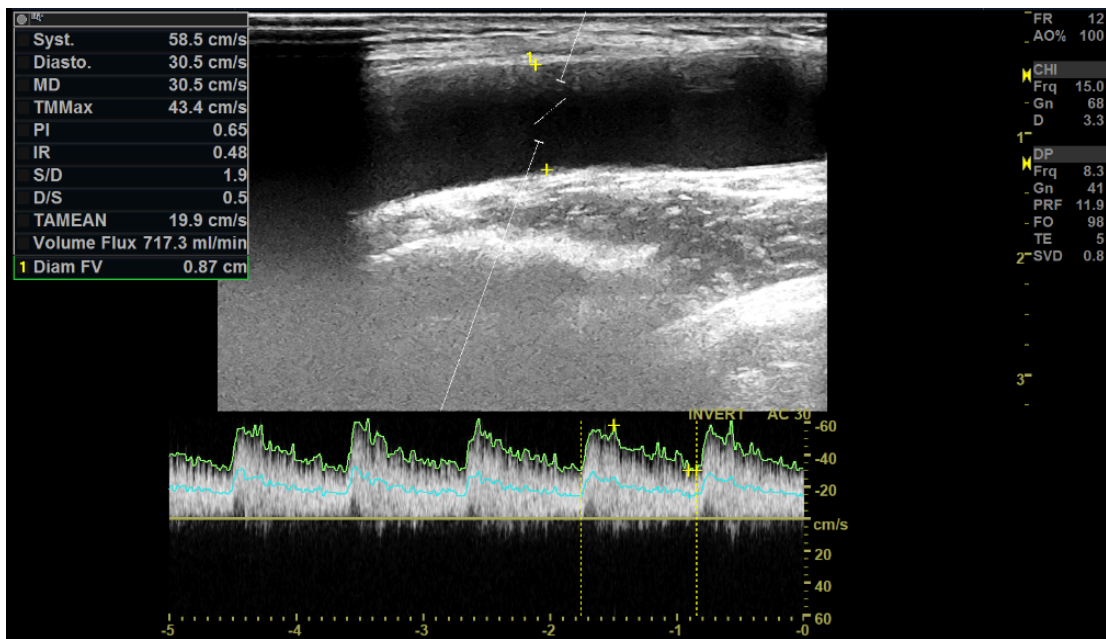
Doppler pulsé avec mesure du débit à 720ml/min et IR à 0,48
